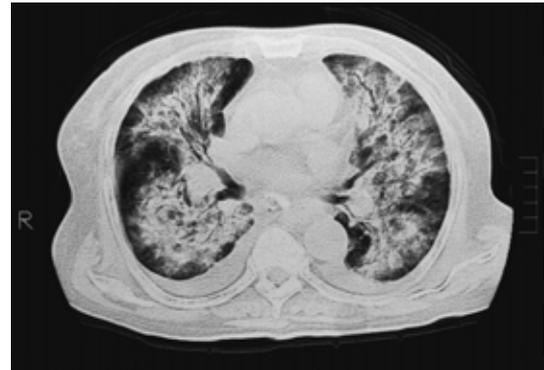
Chest CT on admission showing bilateral infiltration shadows with air bronchograms, except in the subpleural region, and pleural effusion.
